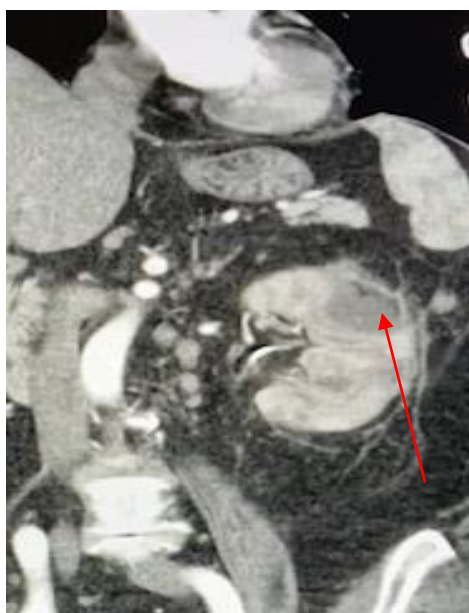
КТ с контрастированием при формировании абсцесса почки после перкутанной нефролитотрипсии на животе (указано стрелкой)
